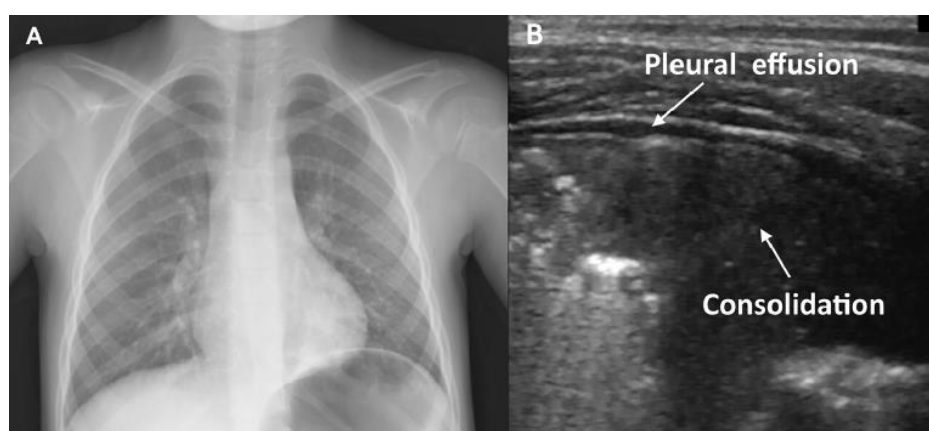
Paciente com estertores localizados em base pulmonar esquerda. Radiografia de tórax (A) normal, porém, com ultrassom pulmonar (B) identificou o derrame pleural laminar e a presença de consolidação. Adaptado de Iorio et al., 2018.
